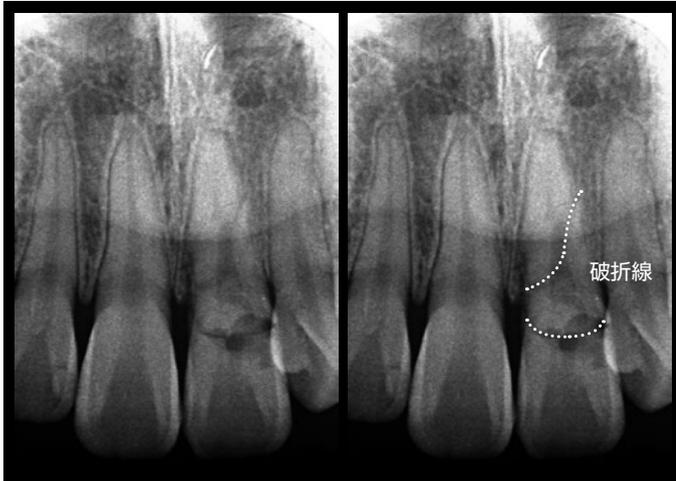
初診時のデンタルX線写真。1は歯冠部と歯根部の2ヶ所で破折していた。
